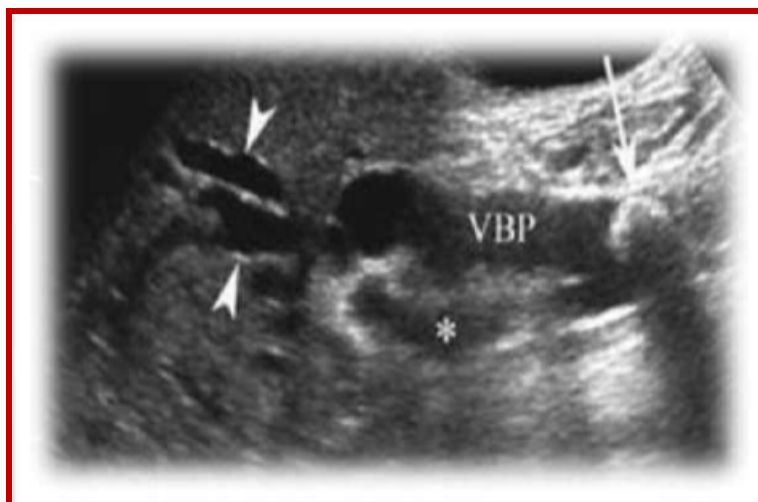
Gros calcul de la voie biliaire principale en échographie : Une vue oblique du hile montre la dilatation des VBIH (têtes de flèche), de la VBP, du canal cystique (astérisque), et permet la visualisation d'un volumineux calcul de la VBP avec cône d'ombre postérieur (flèche) (43).
